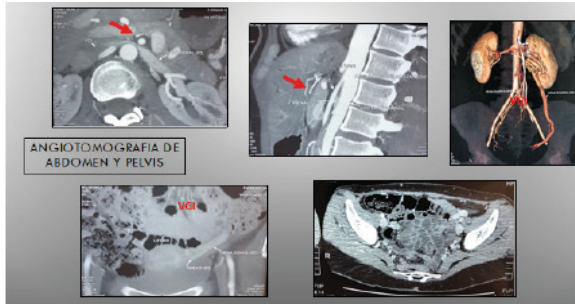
TAC en SNC anterior (flecha) con dilatación e insuficiencia de vena gonadal izquierda (VGI) y varicocele peritúerico.
